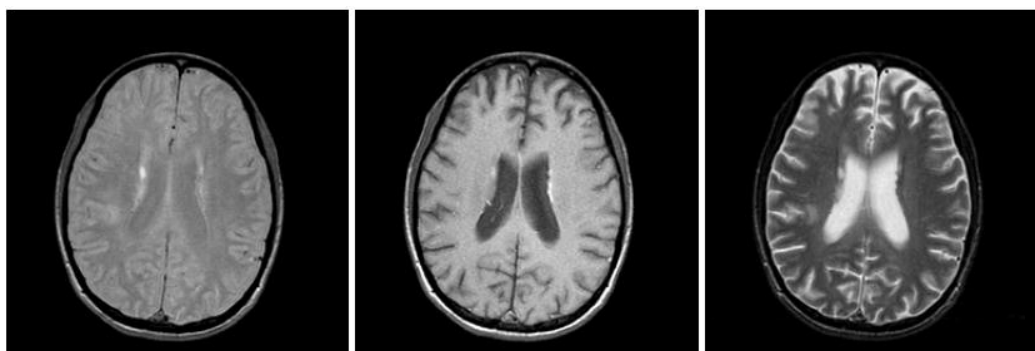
Comparação entre as imagens de RMN obtidas através de contraste: a) densidade protónica, b) T1 e c) [Obtida de. J. C. Tamraz, C. Outin, M. Forjaz Secca, B. Soussi MRI Principles of The Head, Skull Base and Spin: A Clinical Approach; Springer-Verlag; 2002]
